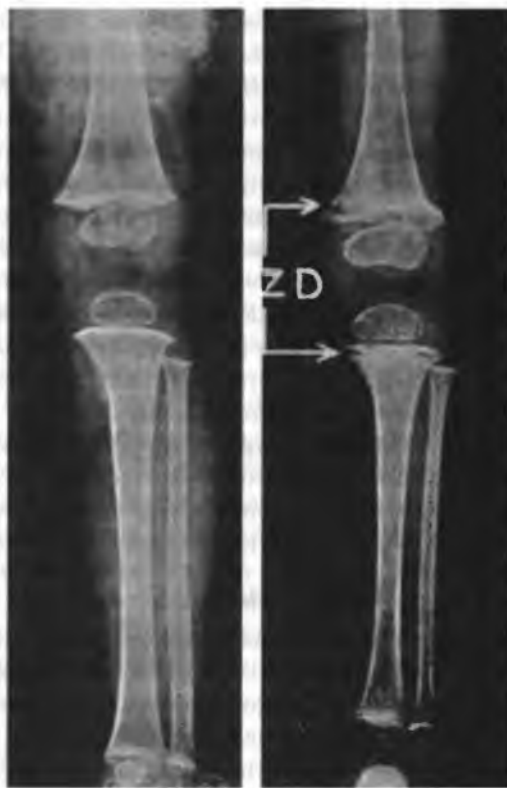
Рентгенограммы голеней:
